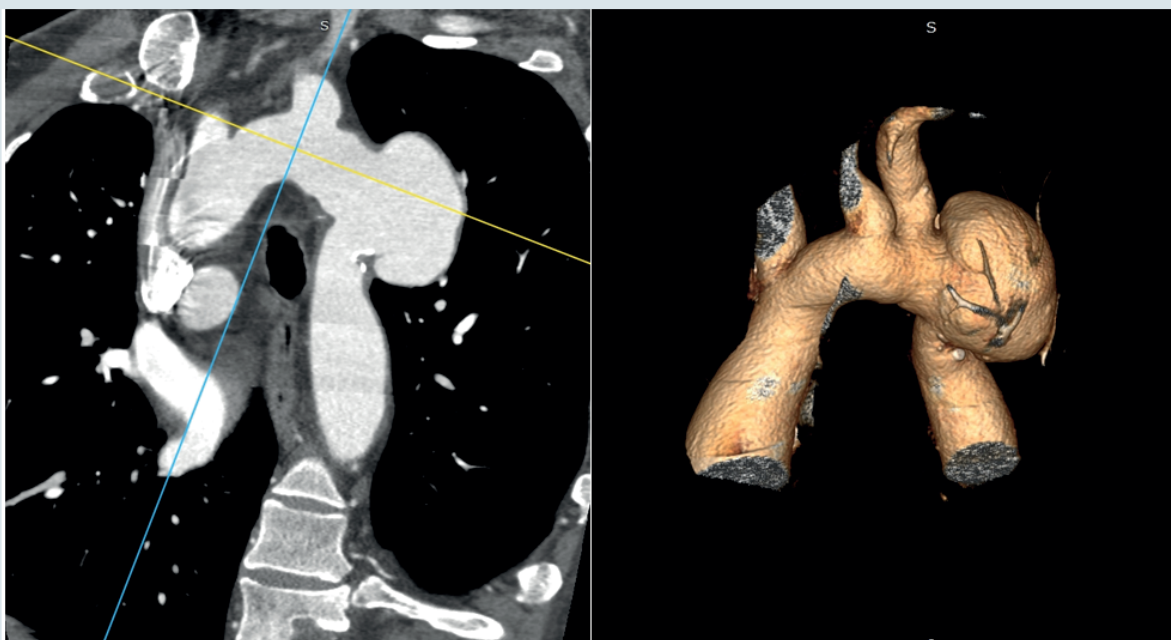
Мультиспіральна комп'ютерна томографія аорти з контрастуванням до операції
